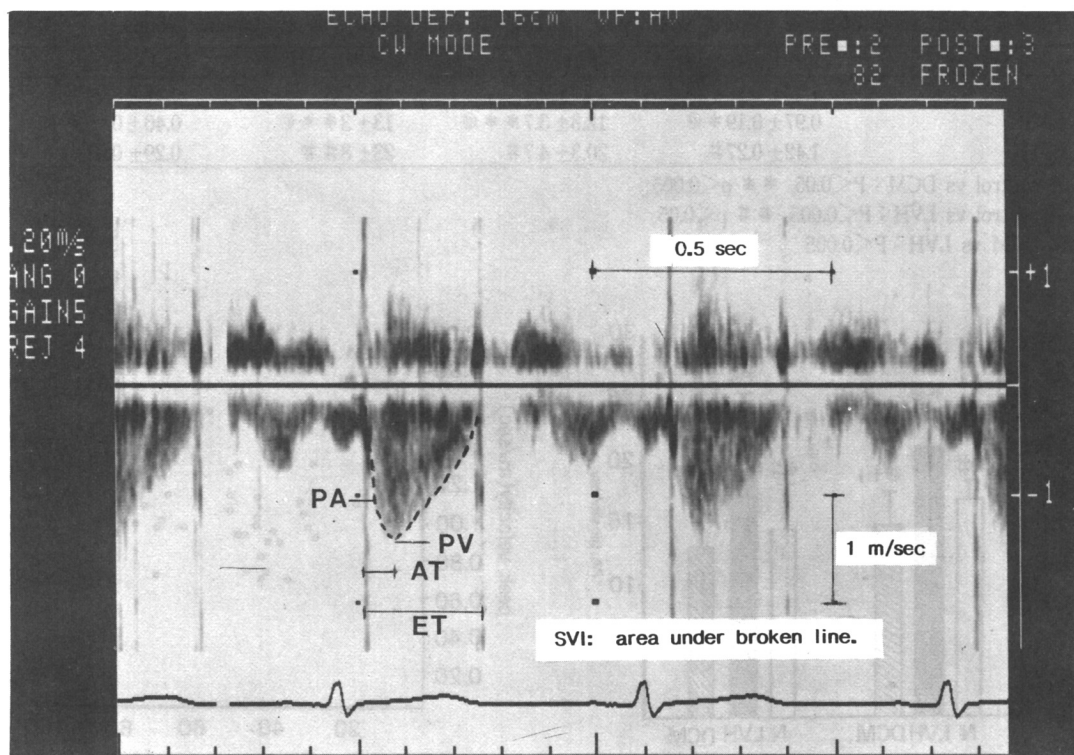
Continuous-wave aortic Doppler spectrum.
